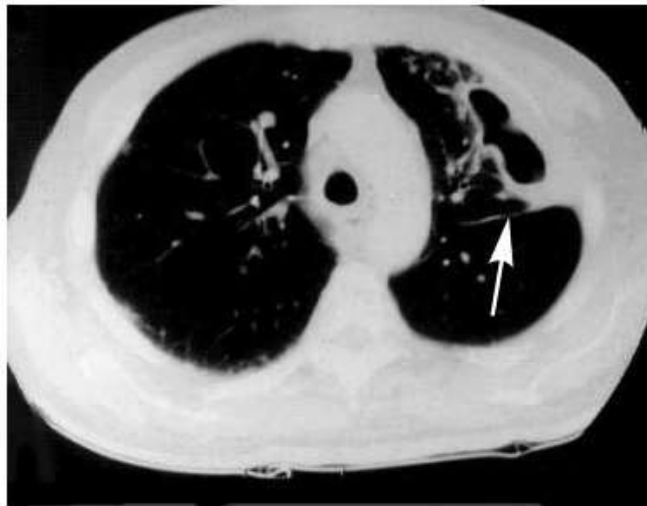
Комп'ютерна томограма хворого з абсцесом лівої легені (біла стрілка).
